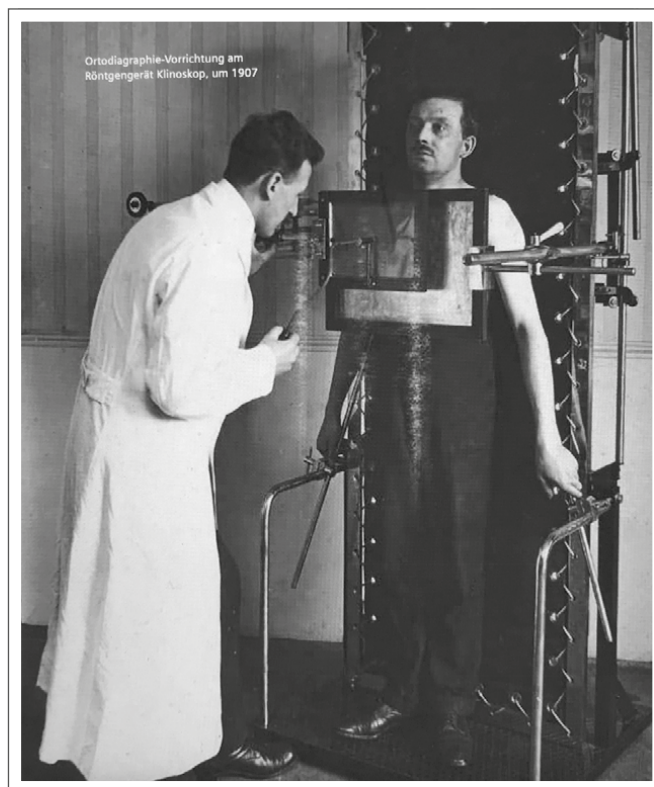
Röntgendurchleuchtung um 1907
